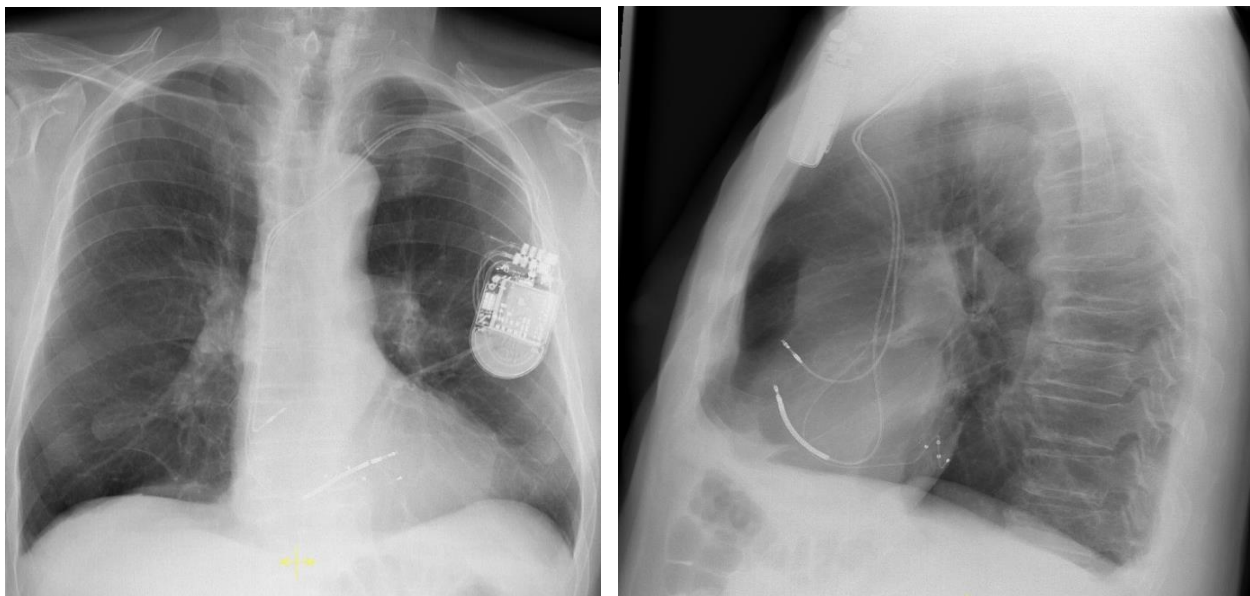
3-Kammer ICD in p.a. und Seit-Aufnahme im Röntgen-Thorax
